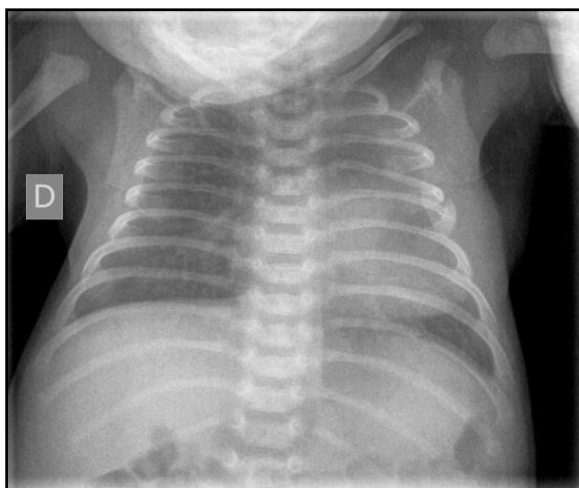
Radiografía tórax 28 días de vida, 6 días postlobectomía. TET próximo a carina, tubo de drenaje en hemitórax izquierdo, SNG. Disminución neumotórax izquierdo y colapso LII secundarios a cirugía respecto controles previos. Aumento de partes blandas pared torácica izquierda. Parénquima pulmonar derecho sin alteraciones.
